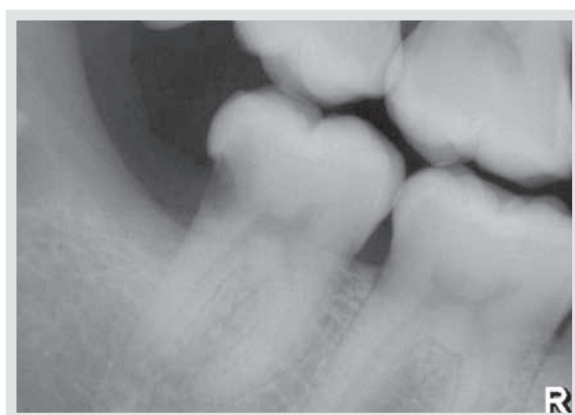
Radiografía de aleta de mordida que muestra la extensión de la radiolucidez a nivel de la unión amelocementaria distal del segundo molar inferior derecho posterior a la cirugía del tercer molar.
